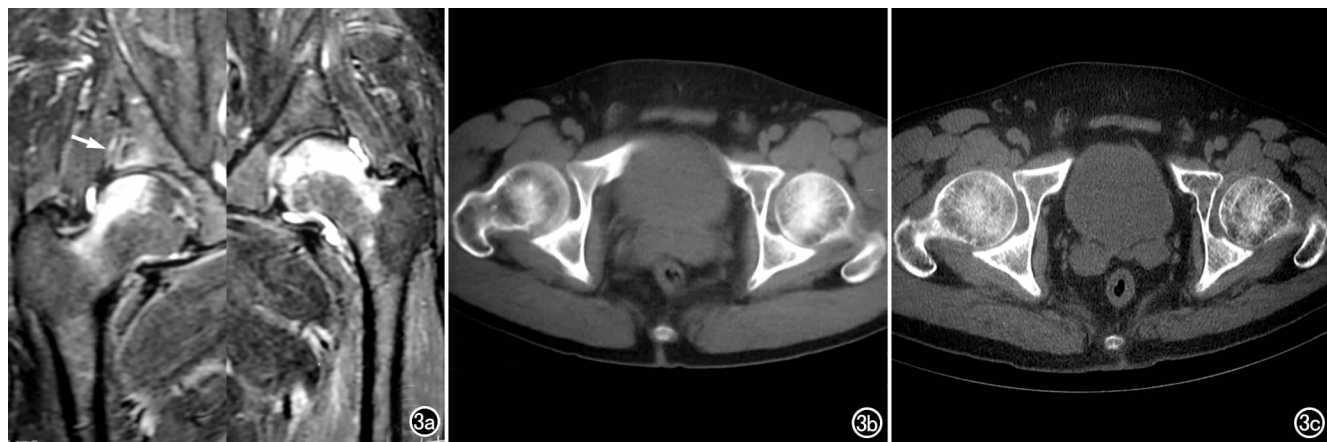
男,43岁,双侧髋关节TOH。a)疼痛3个月时,T₂WI示双侧股骨头、颈部弥漫性骨髓水肿,累及右侧髋臼,关节囊肿胀,关节间隙内少量积液(箭);b)双侧髋关节疼痛1个月时,CT示双侧股骨头未见明显异常;c)疼痛3个月时,CT示双侧股骨头密度弥漫性减低,骨皮质变薄,但股骨头形态完整。
